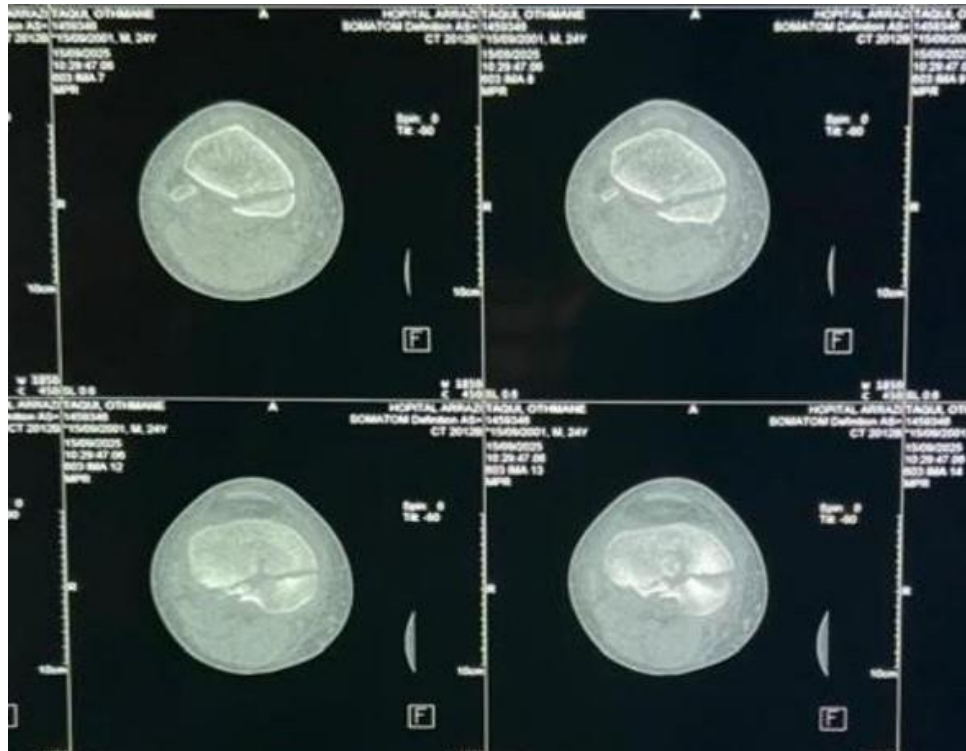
TDM du genou en coupes axiales objectivant une fracture séparation du plateau tibial interne classée type IV PM de Schatzker modifiée.
